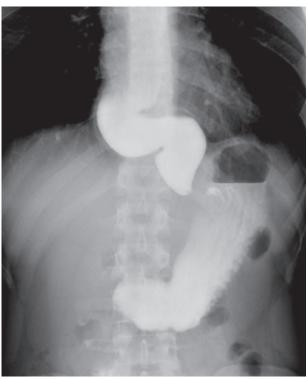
Рентгеноскопия пищевода у пациента Л.
